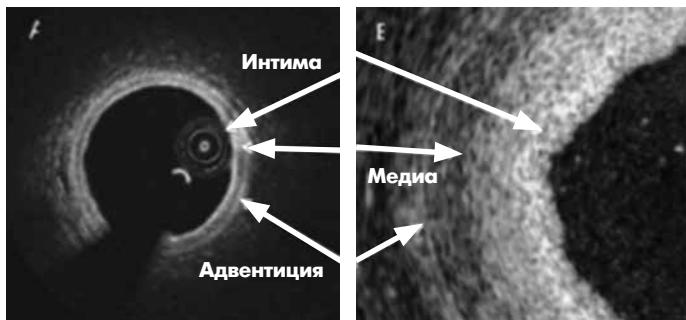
Визуалізація стени коронарної артерії з допомогою оптическої когерентної томографії
